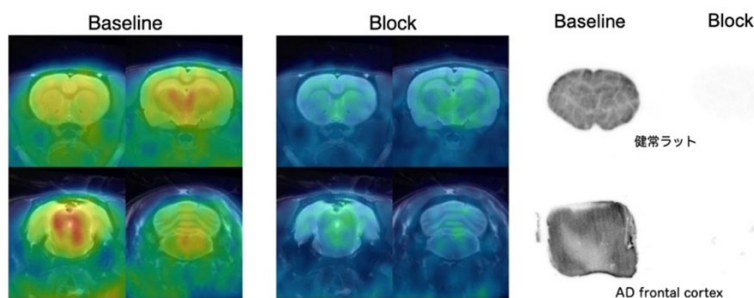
HSP90 を標的とした PET リガンド[¹¹C]NCGG801 の有効性評価
